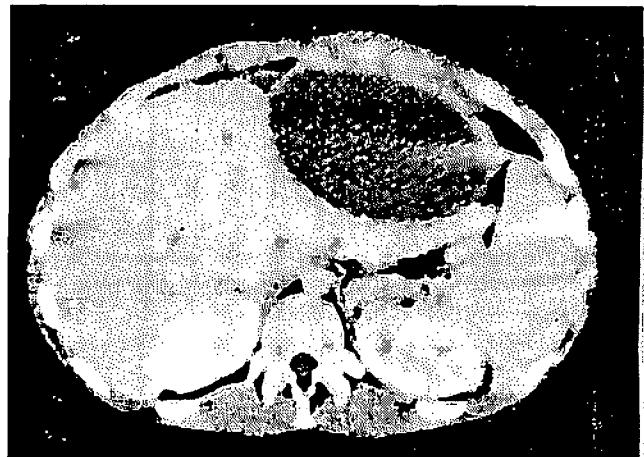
Tomografia computadorizada demonstrando lesão cística com septações junto ao lobo esquerdo do fígado
